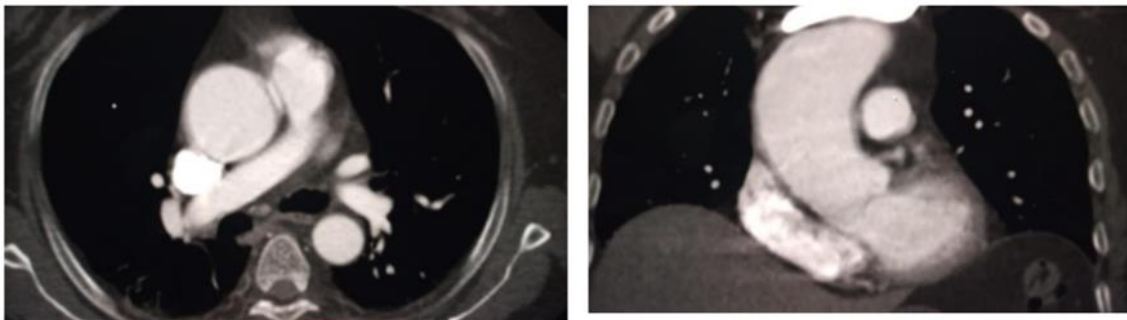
Angio TC que muestra aneurisma de arteria aorta torácica ascendente de 48 mm de diámetro en paciente masculino de 57 años con diagnóstico de ER-IgG4 (Gentileza de Dra. Jéssica Gallo).
